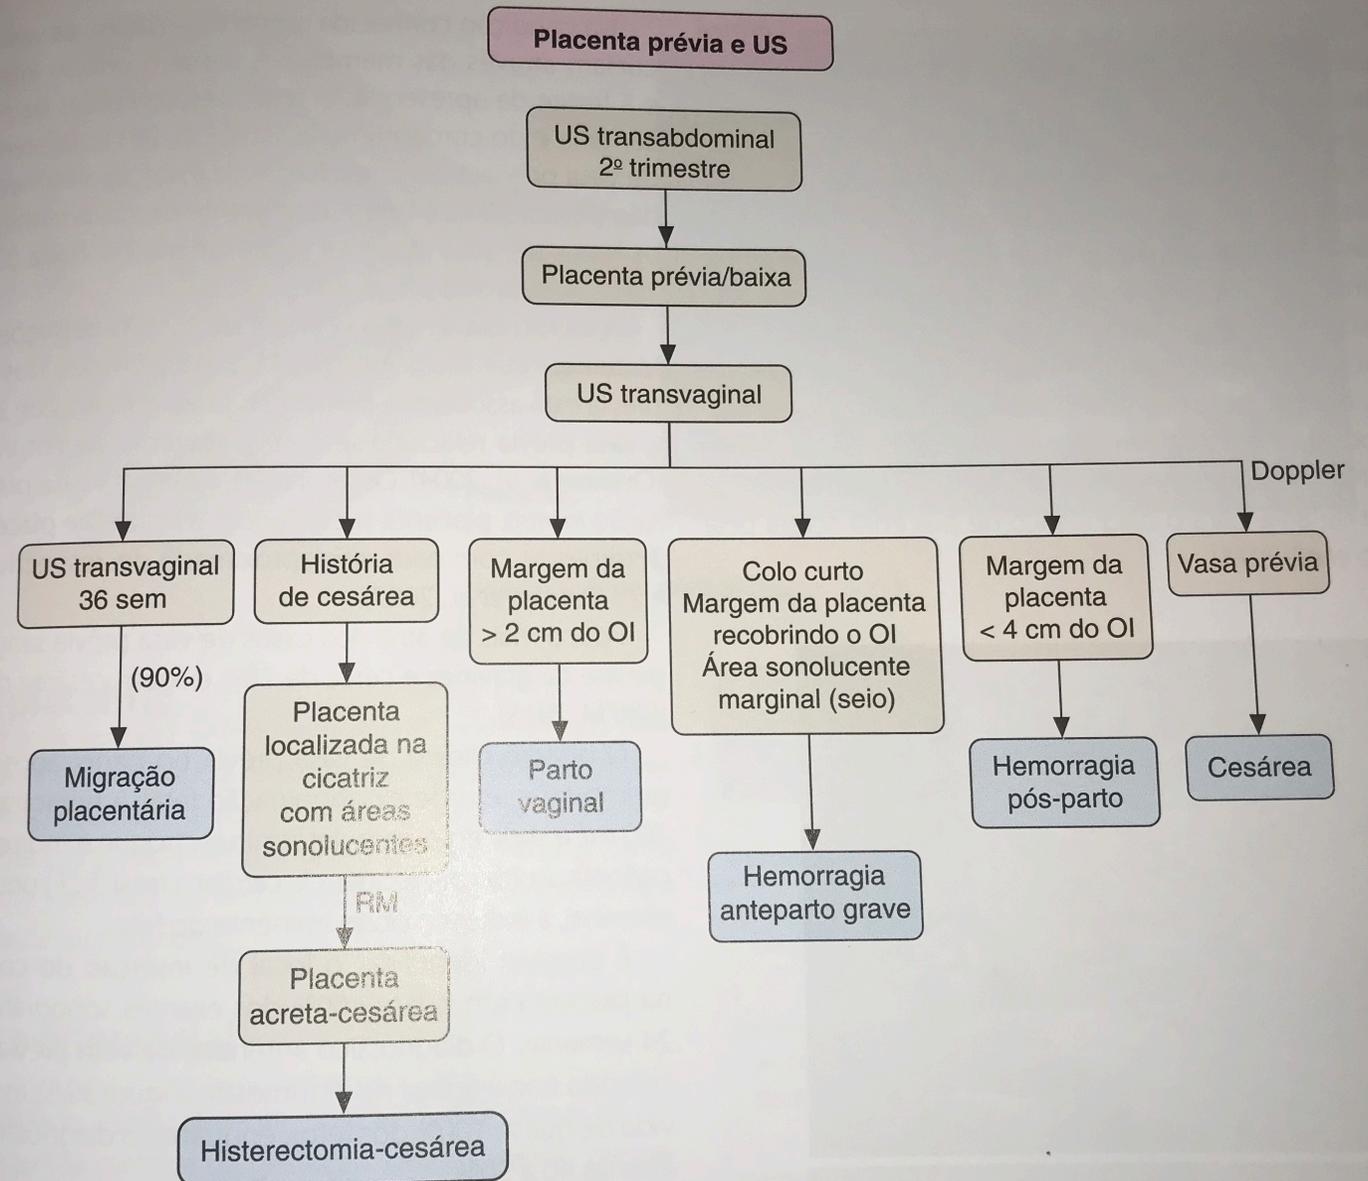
História natural da placenta prévia diagnosticada à ultrassonografia (US) transabdominal. OI, orifício interno; RM, ressonância magnética.
